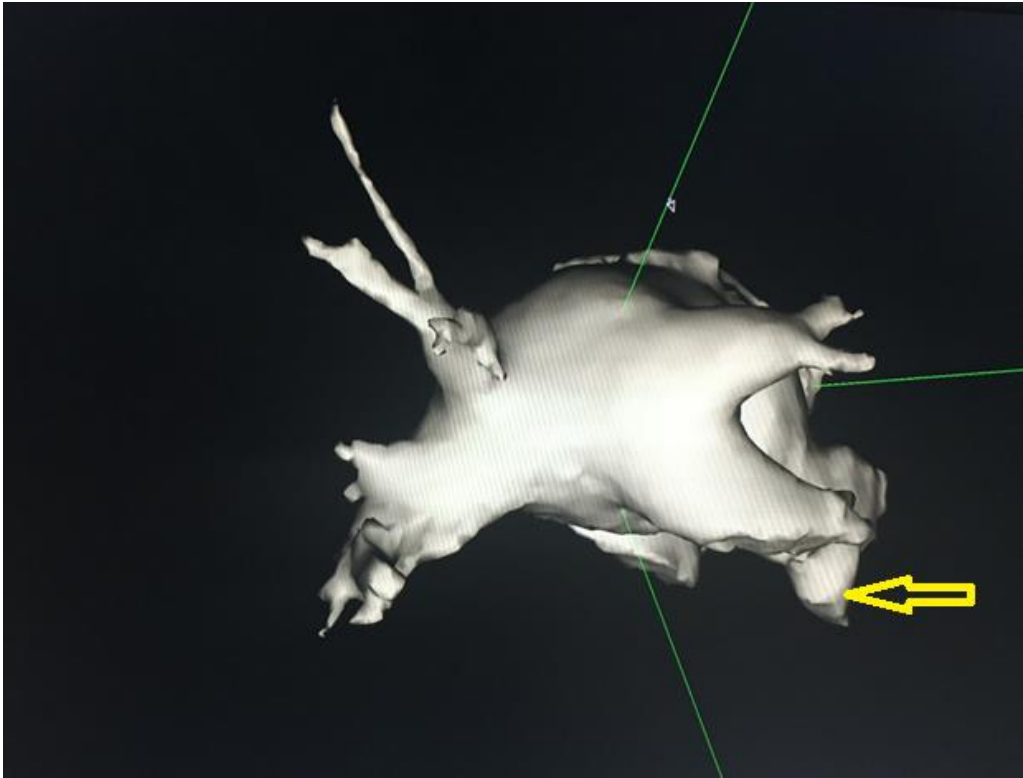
CT de atriu stâng înainte procedurii de ablație. Înaintea oricărei proceduri de ablație se efectuează un CT de atriu stâng și o ecografie transesofagiană. CT-ul văzut din posterior arăta prezența a 4 vene pulmonare stângi distincte, iar cu săgeata galbenă se observă poziția urechiușei stângi.
